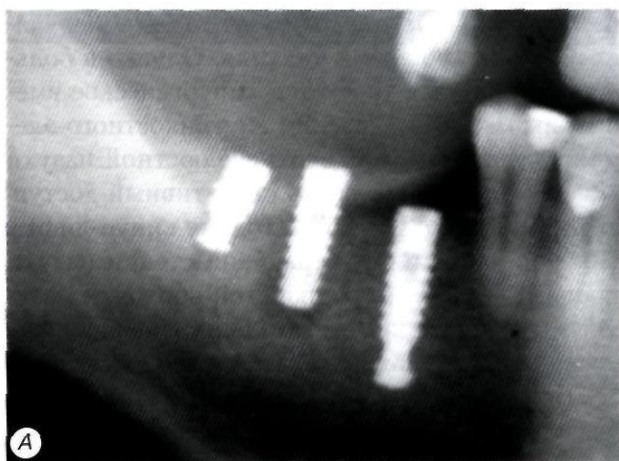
Рентгенологическая картина отторжения имплантатов:
